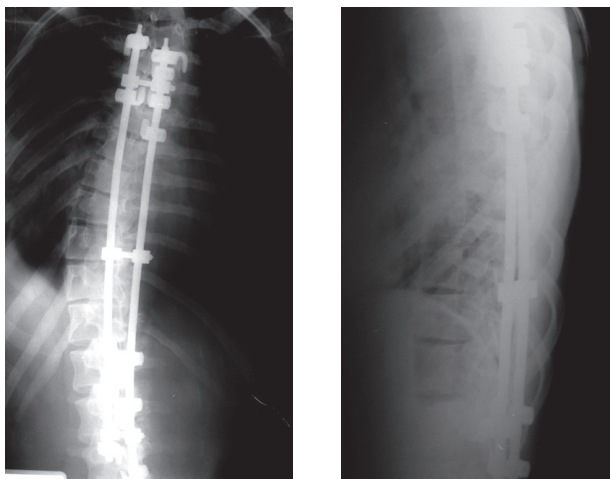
Рентгенограммы позвоночника в прямой и боковой проекциях больной М. после операции
